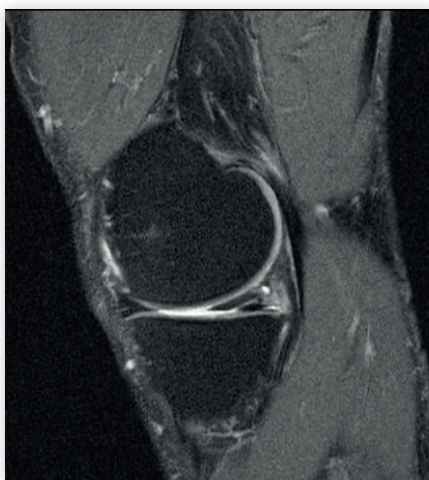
IRM d'un ménisque usé avec clivage horizontal dégénératif.
